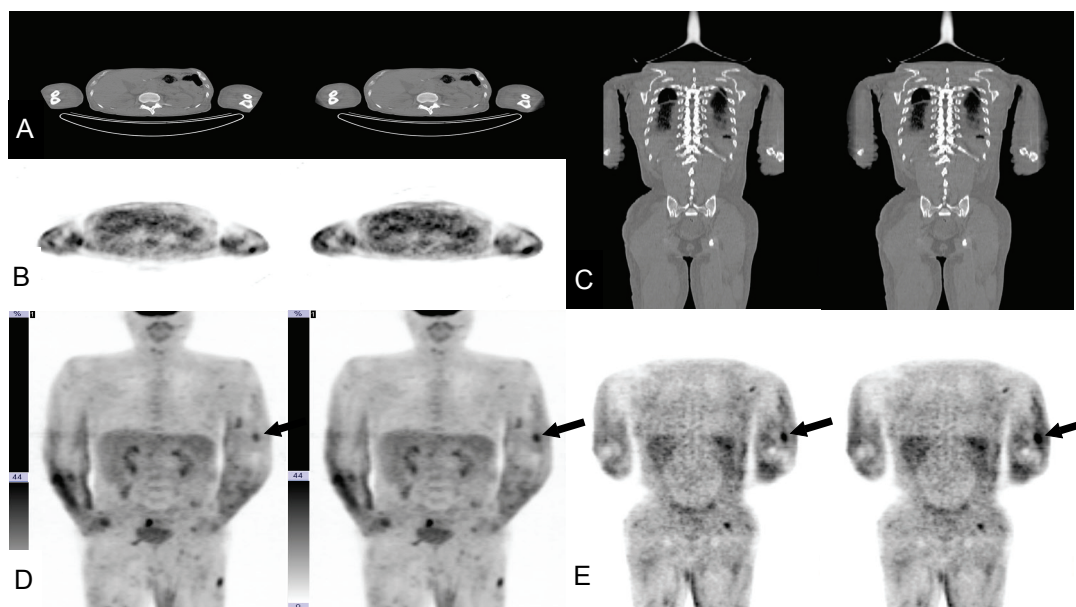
55 years old man with NK cell lymphoma. Trans axial CT (A), Part of body extends beyond the 500 mm CT FOV (left), and after 700 mm extended CT FOV (right), trans axial PET (B), coronal CT (C), and MIP PET (D), PET images were reconstructed using attenuation maps from 500 mm CT FOV (left) and 70 cm extended CT FOV images (right), and coronal PET (E). Before using attenuation maps from 700 mm extended CT FOV, SUV_{max} of left upper extremity lesion was 2.5, and after using attenuation maps from 700 mm extended CT FOV, SUV_{max} was 3.03 (arrow, D and E)-an increase of 21.2%.
